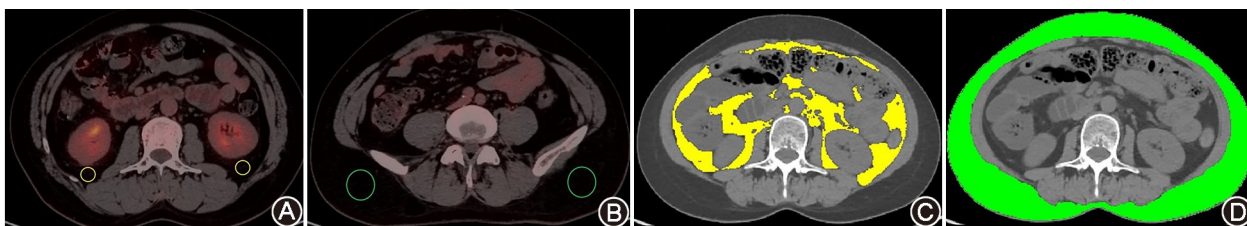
内脏脂肪和皮下脂肪组织 PET 代谢参数(A, B)及 CT 形态学参数(C, D)测量图例。A. 黄色圆圈为内脏脂肪组织感兴趣体积(VOI)位置; B. 绿色圆圈为皮下内脏脂肪组织 VOI 位置; C. 黄色部分为内脏脂肪组织区域; D. 绿色部分皮下脂肪组织区域
